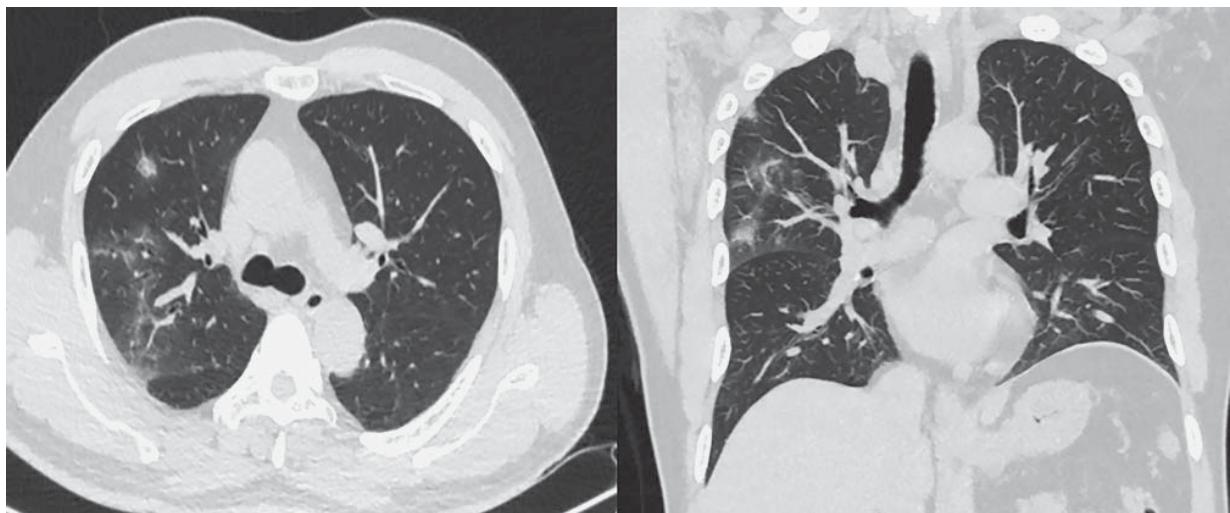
High resolution lung CT. Male, 58 years old, mainly peripheral parts of the right lung are affected.
